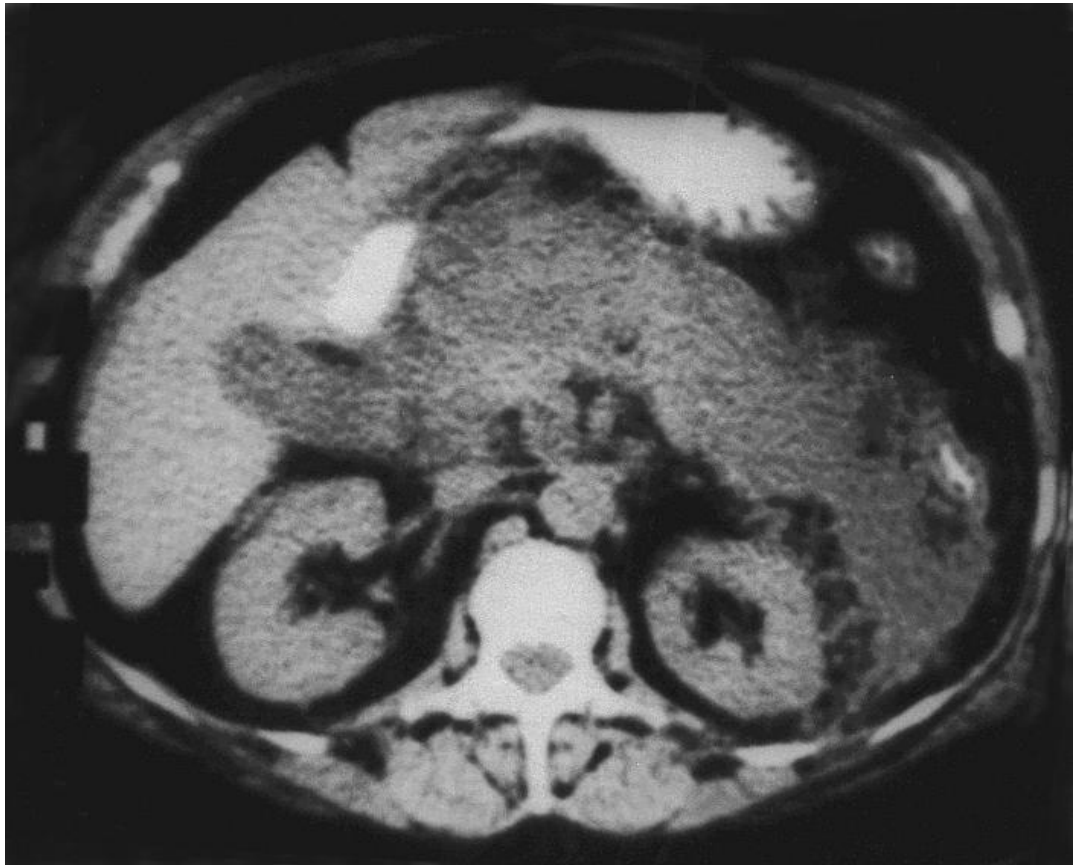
Комп'ютерна томограма у хворої Я., (медична карта № 22960). Гострий інтерстиціальний панкреатит, гомогенне збільшення підшлункової залози
